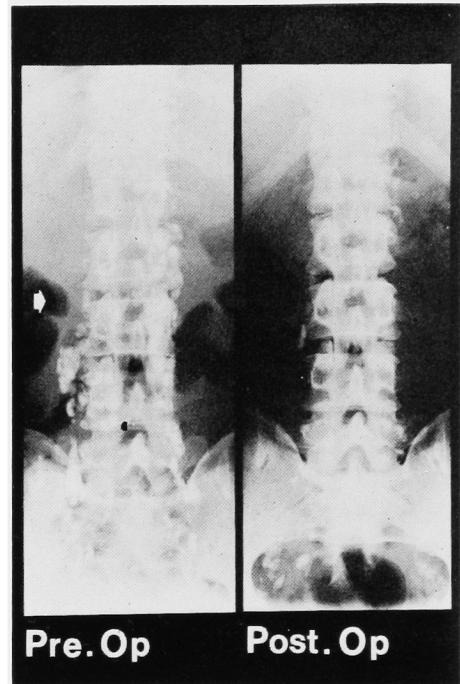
リンパ管造影24時間後の腹部単純写真(左)とリンパ郭清後の腹部単純写真(右)
